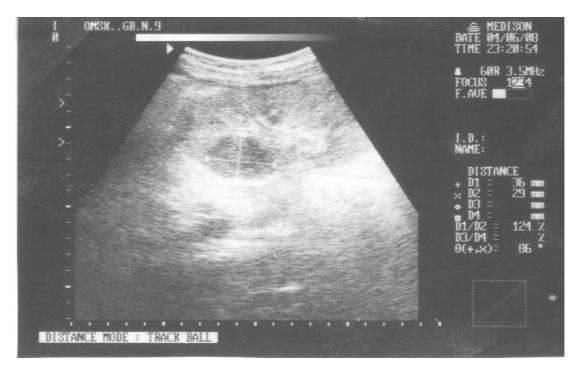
УЗИ почки пациентки М., 34 года. Острый гнойно-деструктивный пиелонефрит, абсцесс левой почки (5-е сутки заболевания)
